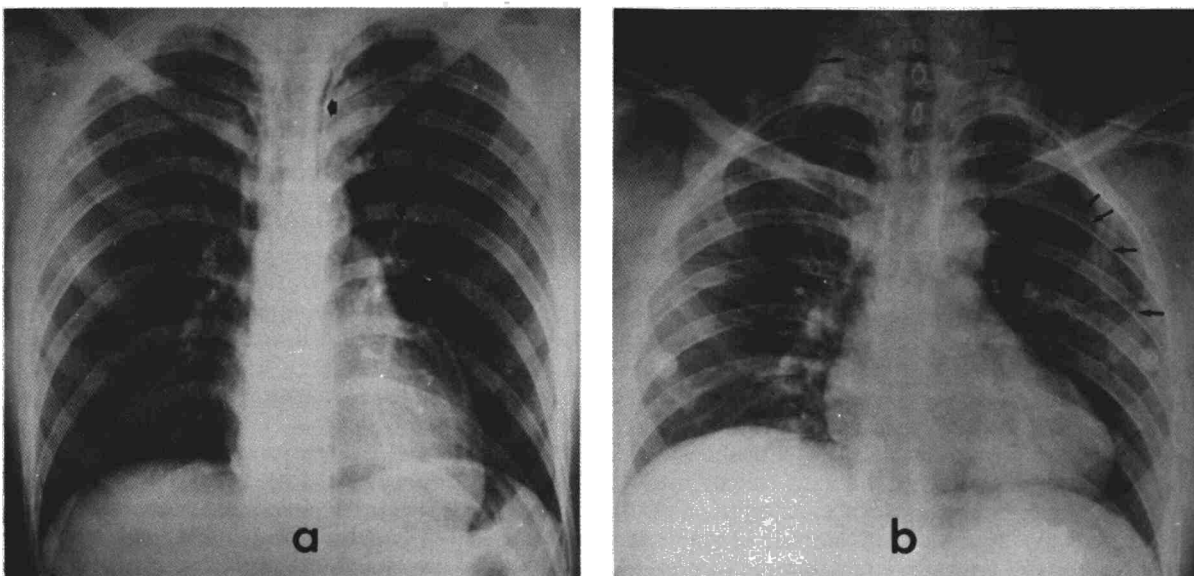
a) Radiografía posteroanterior de tórax que muestra la presencia de neumomediastino. b) Radiografía posteroanterior de tórax que muestra la presencia de enfisema cervical profundo y neumotórax izquierdo.
